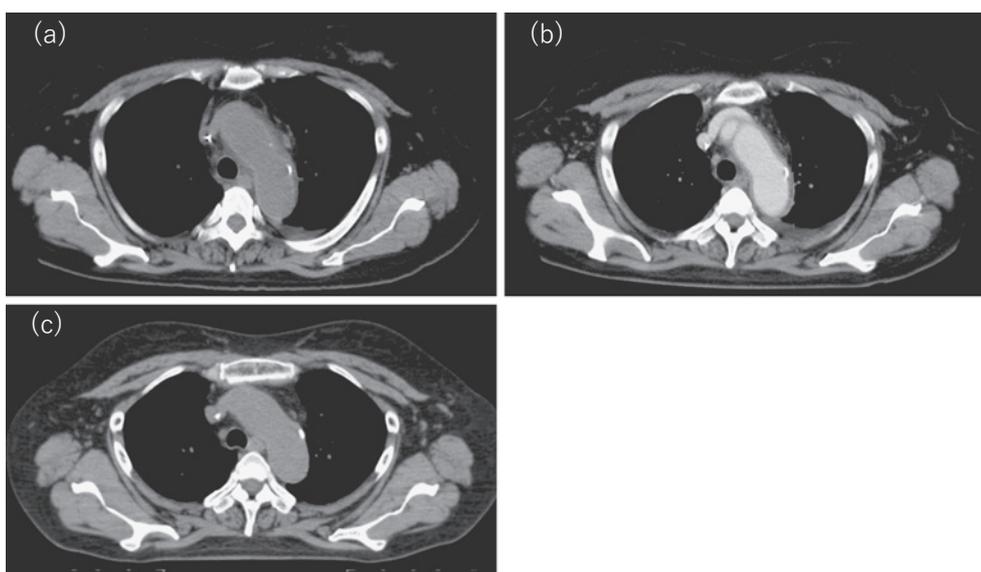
CT Images Before and After Treatment with Prednisolone (PSL)
